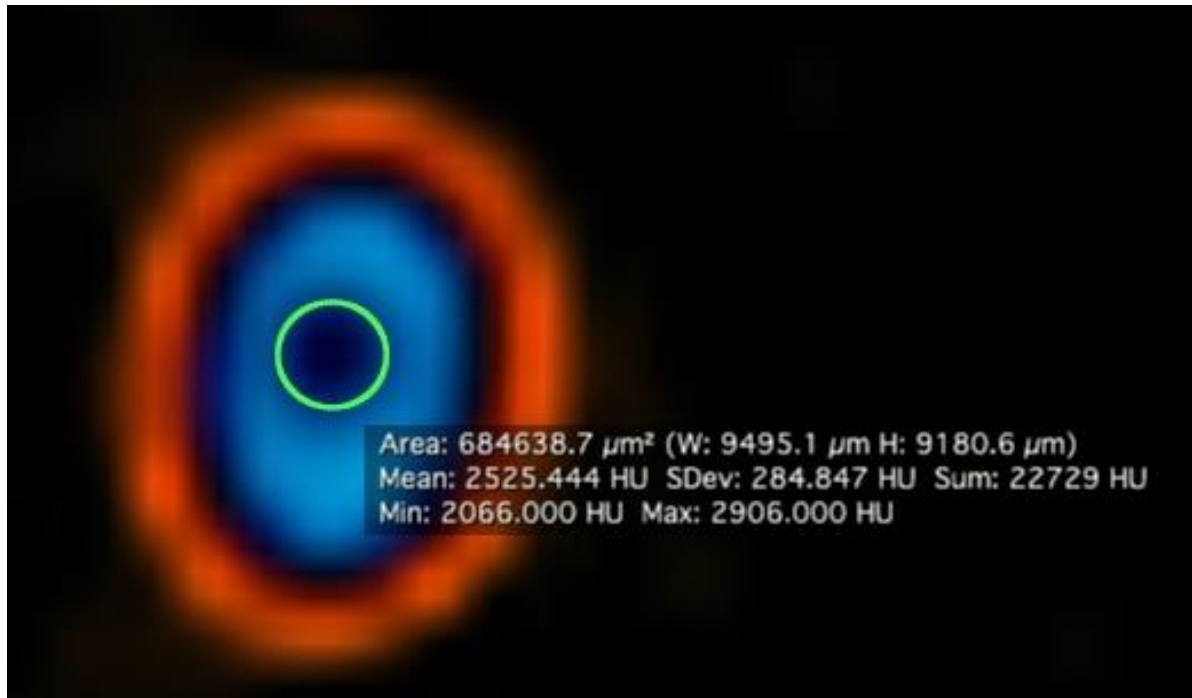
Imagem representativa da tomografia cone-beam dos canais antes da instrumentação visualizada no programa OsiriX MD software.
